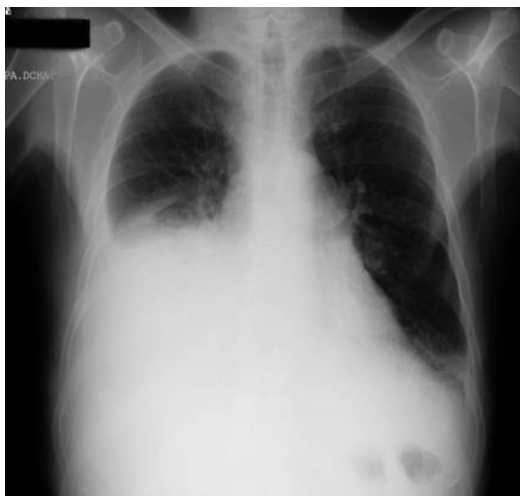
Radiografía posteroanterior de tórax al segundo ingreso.
